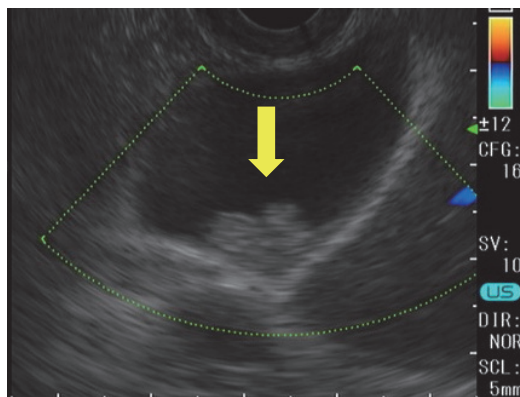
Endoscopic ultrasound (EUS) ドブラ法 腫瘍部に血流は認められない
